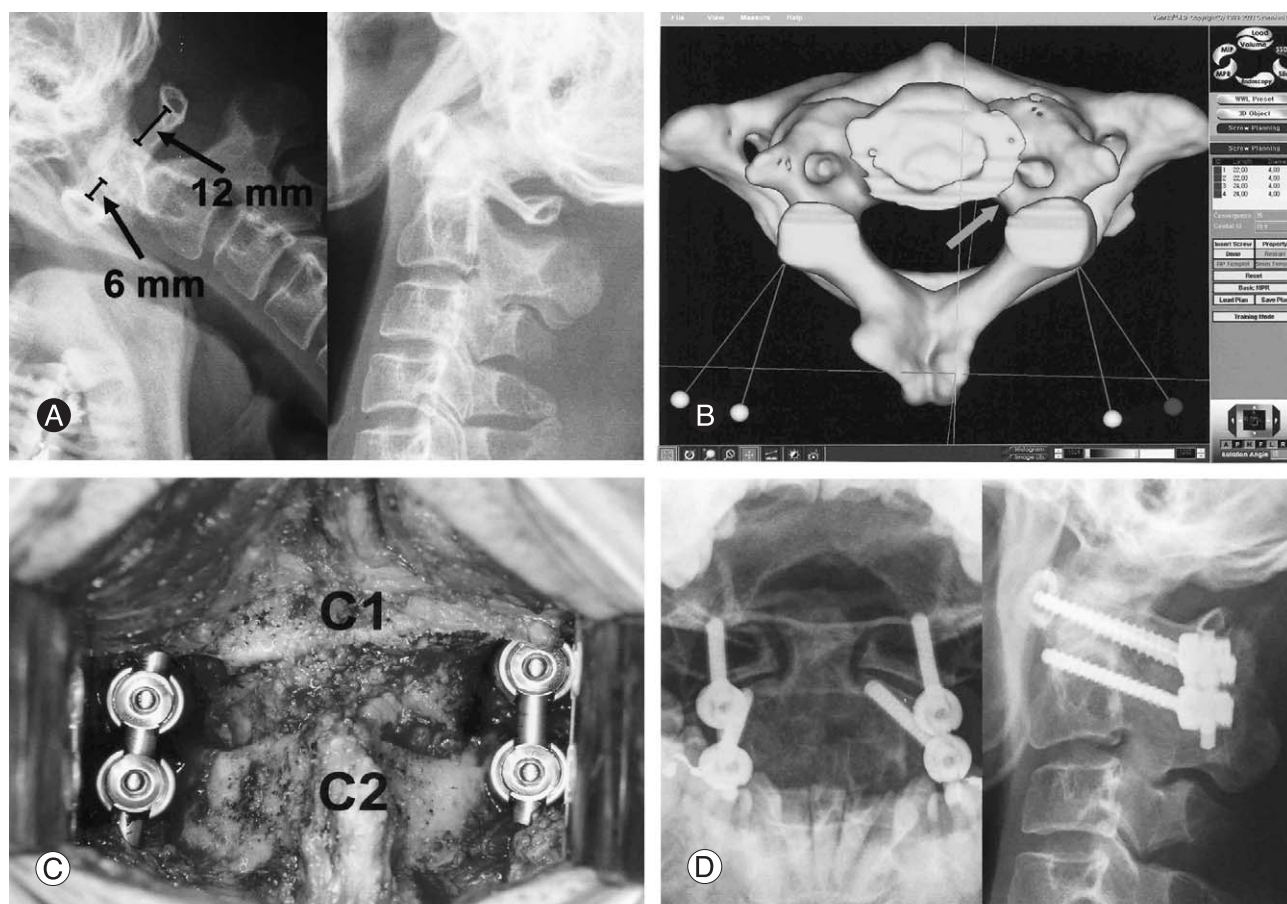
A case of C1-2 fixation using C1 lateral mass screws and C2 subarticular screws is shown. (A) Dynamic radiographs of a 45-year-old male show C1-2 instability. (B) The inferior view of C2 shows that the left pedicle (arrow) is too narrow for the pedicle screw. (C) An intra-operative photograph taken after poly-axial screw insertion is shown. (D) Radiographs taken 5 weeks after the operation are shown.
